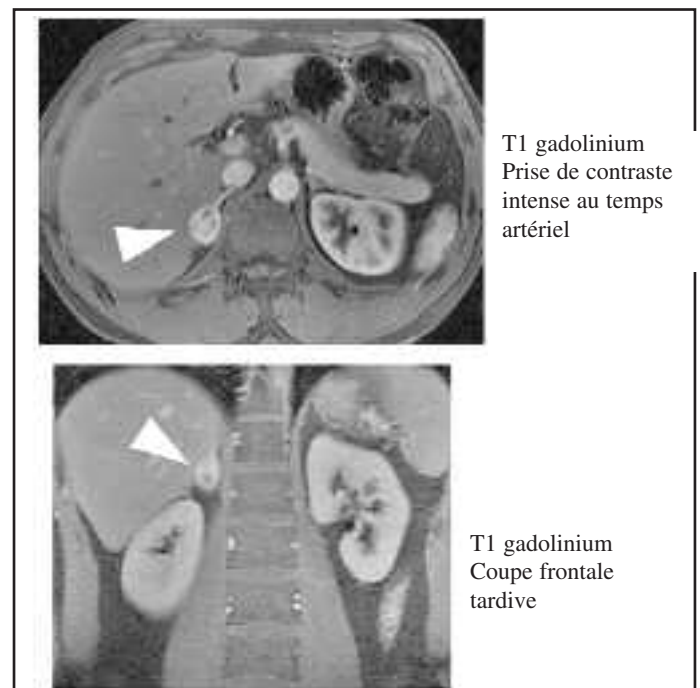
b: Phéochromocytome (IRM)
